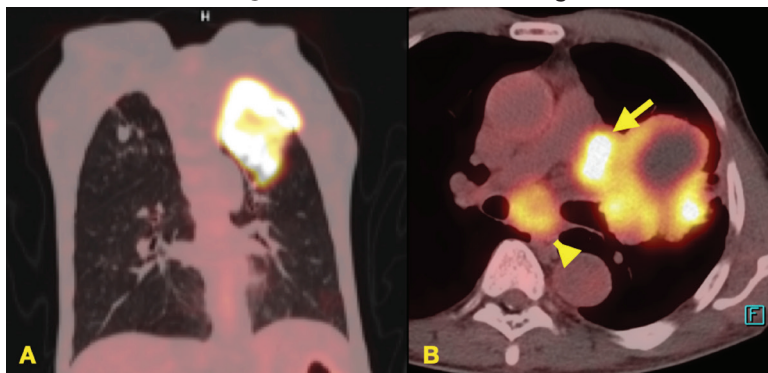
T4 lesões >7 cm ou que invadem o diafragma, traqueia, mediastino, coração, grandes vasos, nervo laríngeo recorrente, esôfago, corpo vertebral ou carina. A- Imagem de fusão do PET-CT FDG no plano coronal mostrando lesão do sulco superior, maior que 7 cm. B- Imagem de fusão do PET-CT FDG no plano axial mostrando lesão invadindo a artéria pulmonar esquerda (seta) e linfonodomegalia subcarinal (ponta de seta)
